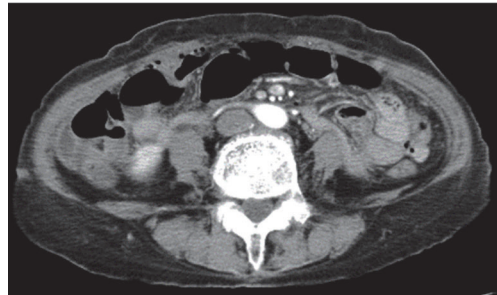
腹部造影CT検査：腸間膜間の free air
